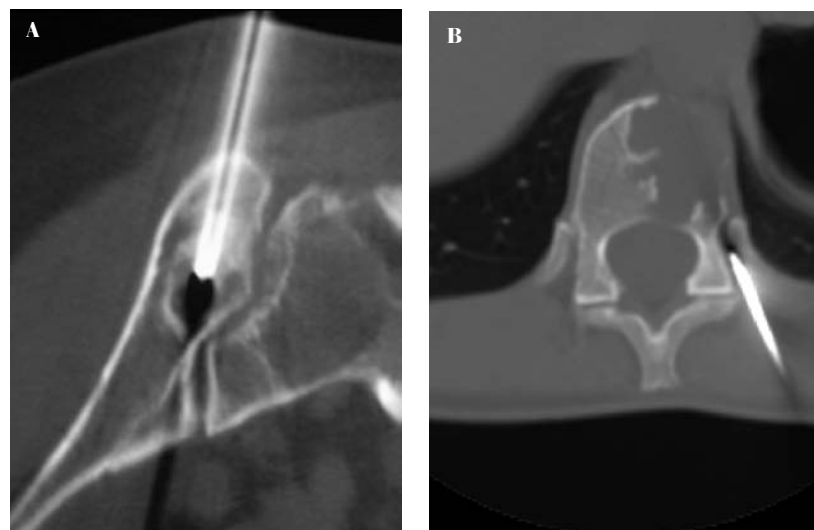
Lesiones óseas localizadas en columna y pelvis. La biopsia percutánea es, sin duda, el método de elección en estas localizaciones, ya que disminuye la morbilidad asociada a una biopsia abierta. La biopsia en estas localizaciones se realiza guiada con TAC. (A) Lesión osteolítica en el iliaco cercano a la articulación sacroiliaca. Biopsia percutánea. El diagnóstico fue osteoblastoma. (B) Lesión osteolítica en el cuerpo vertebral de T11. Biopsia percutánea que confirma un diagnóstico de tumor de células gigantes.
